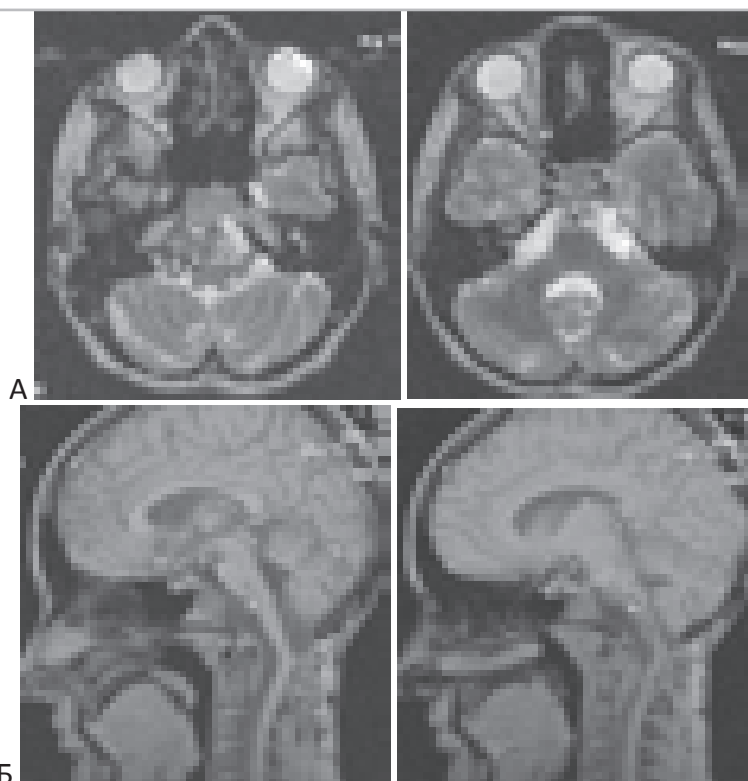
МРТ через 1 год после операции – удаления хордомы краниовертебральной локализации из срединного субокципитального доступа. “А” – T2-взвешенные МРТ в аксиальной проекции. “Б” – T1-взвешенные МРТ с контрастным усилением в сагиттальной проекции. Больная Т-о 13 лет. Остатки опухоли в области ската и С1 позвонка.
